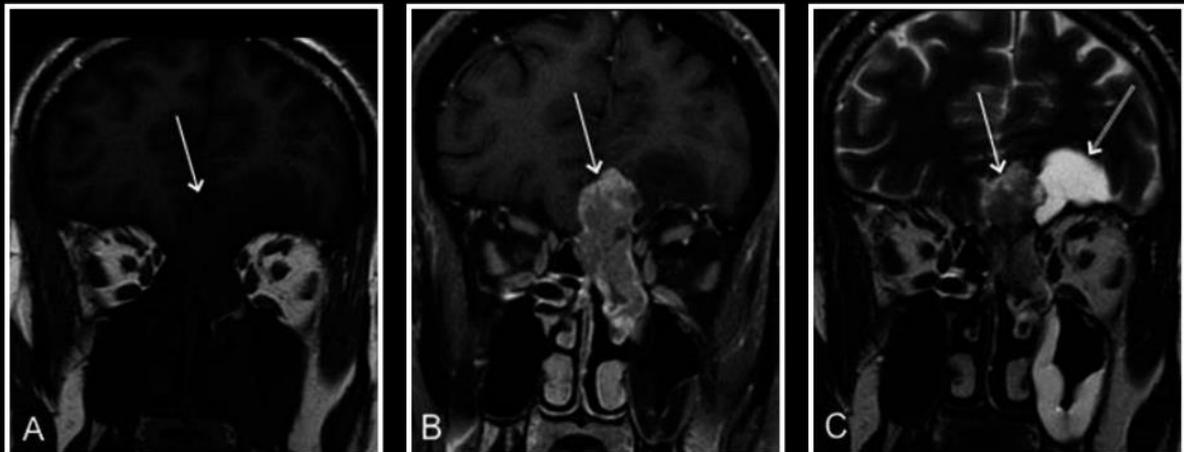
Imagens de ressonância magnética no plano coronal ponderadas em T1(A) , realçadas por contraste (B) e imagens ponderadas em T2 (C) demonstram uma baixa intensidade em T1 e uma massa da abóbada nasal com avidamente realce que se estende intracranialmente (seta). (C) A sequência ponderada em T2 mostra cisto peritumoral (seta dupla).
